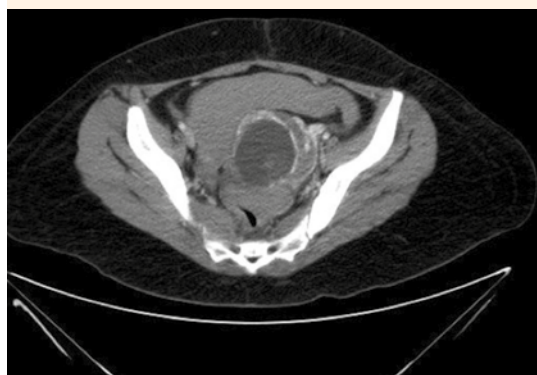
Tomografía abdominopélvica, corte axial, donde se observa moderada cantidad de hemoperitoneo.
